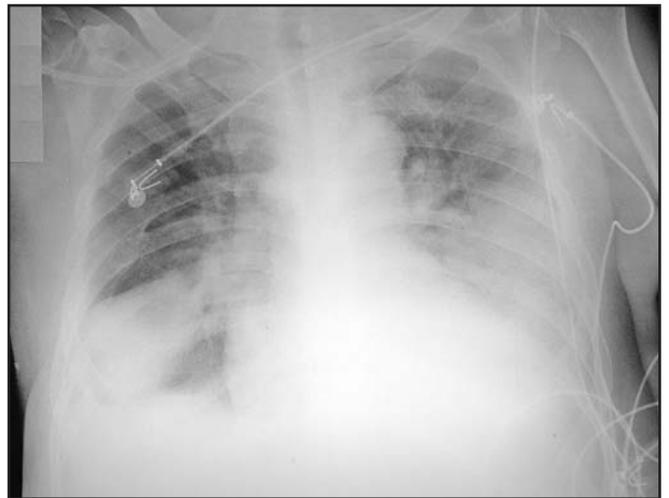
Radiografia de Tórax Quadro Dias após Extubação Mostrando Piora Radiológica do Infiltrado na Base Pulmonar Esquerda
